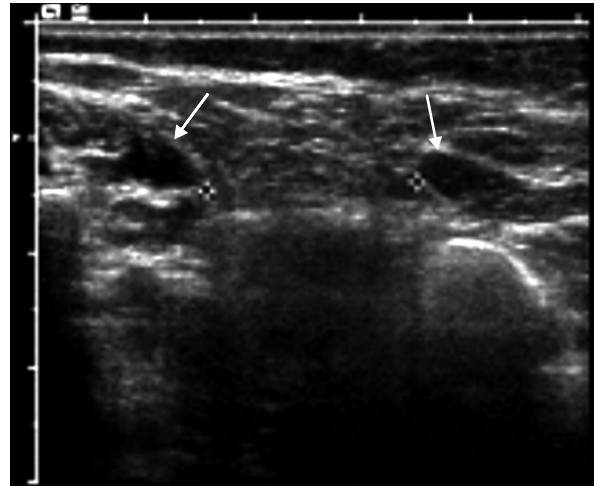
Ultrasonography at the level of lumbar triangle reveals a defect between latissimus dorsi and quadratus lumborum (arrows).
